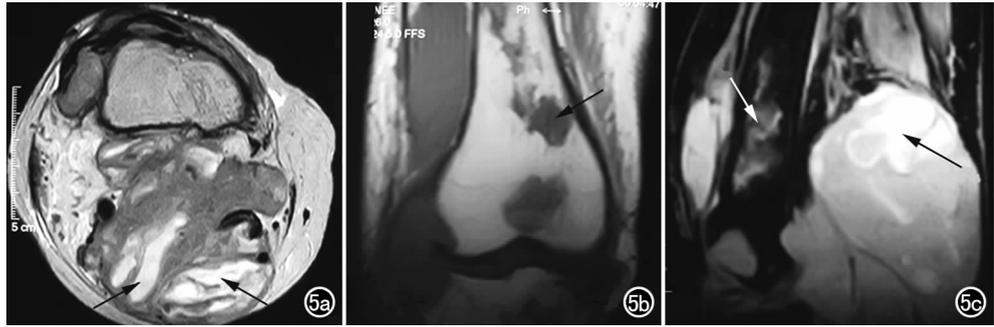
MRI检查。a) 右膝上部横断面 T₂WI 示后部混杂信号软组织块, 呈弥漫性生长, 内有囊变(箭); b) 冠状面 T₁WI 示股骨下段及胫骨上段骨质部分侵蚀性破坏(箭)及膝外侧软组织块; c) 膝部矢状面脂肪抑制序列图像示股骨破坏(白箭)及软组织块内囊变区(黑箭)。
